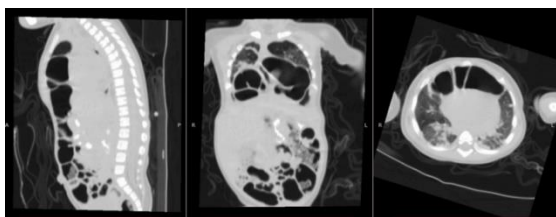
Contrast enhanced chest CT scan showed part of colon herniating to the retrosternal area without involvement of liver or spleen. Notice that there are multiple ground glass opacities at both lung, suggesting pneumonia.
